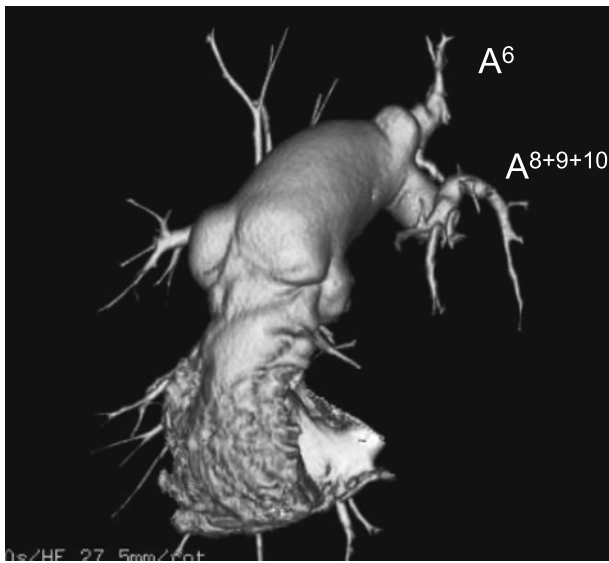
3D-CT pulmonary angiography after surgery.
